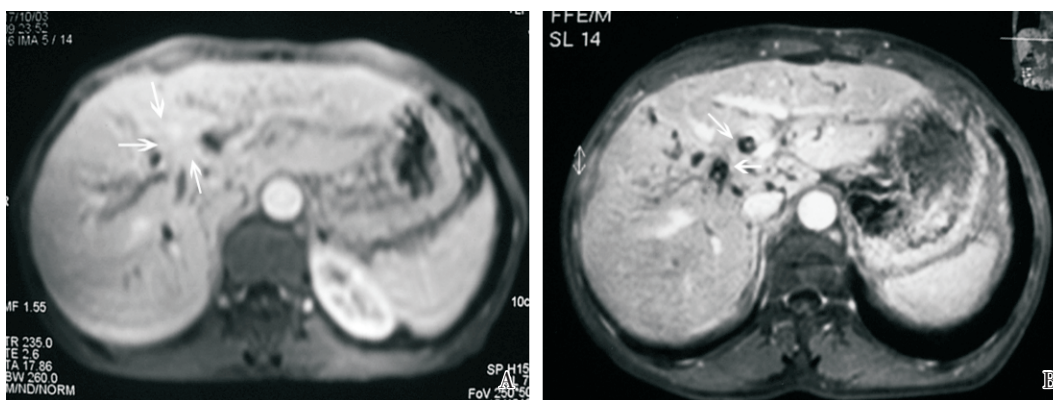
IV 型肝门部胆管癌治疗前后 MRI 图像
